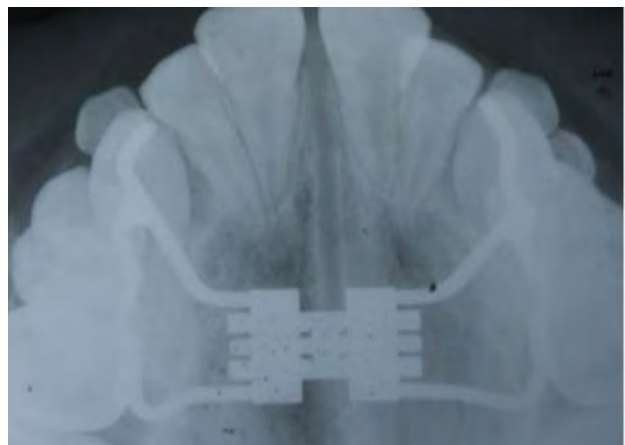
Radiografía oclusal final. Fuente: Propia. Octubre/2016
